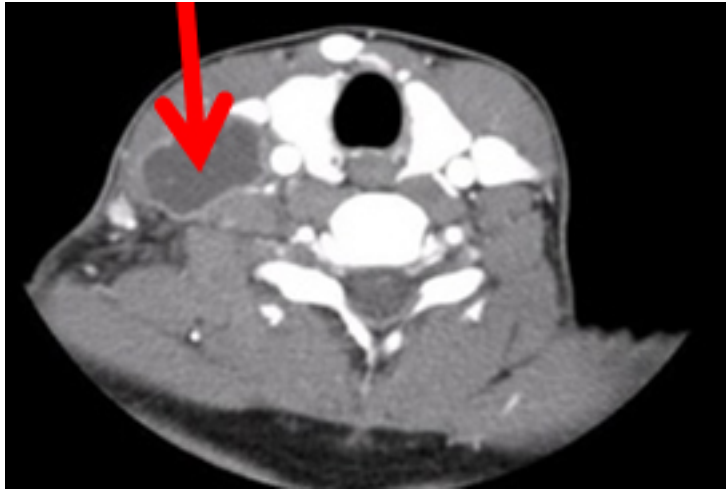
TC donde se observa un ganglio linfático cervical necrótico
